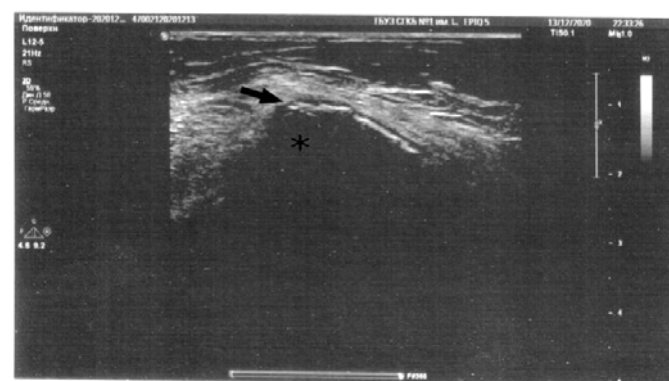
Пациентка, 84 года. УЗИ картина продольного среза верхней ости подвздошной кости (звездочка). Гиперэхогенная прерывистая линия – кортикальный слой кости с эрозией или деструкцией кортикальной пластинки, надкостница не определяется
